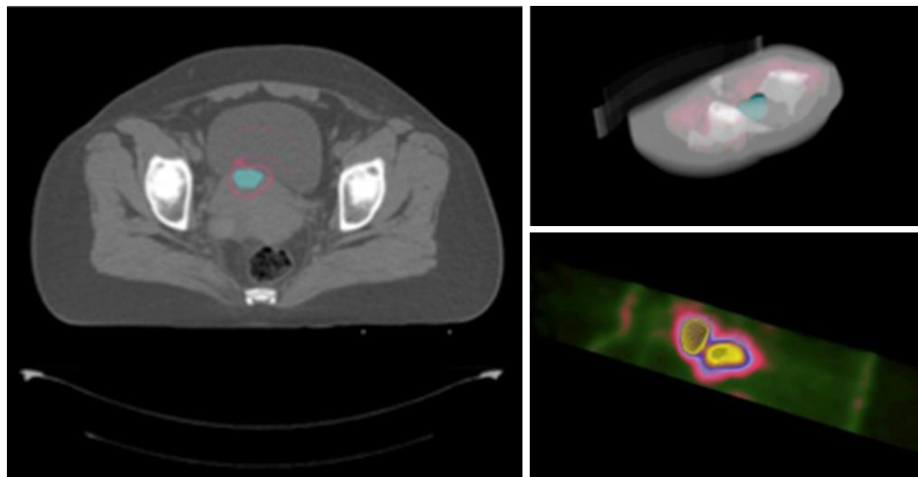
Possibilidade de visualização de volumes de interesse com Mevislab. À esquerda: corte axial de TC com volume de interesse. Em cima à direita: reconstrução 3D usando transparência. Em baixo à direita: vista oblíqua em reconstrução 3D dos volumes de interesse (a amarelo) projectados sobre captação em PET.
